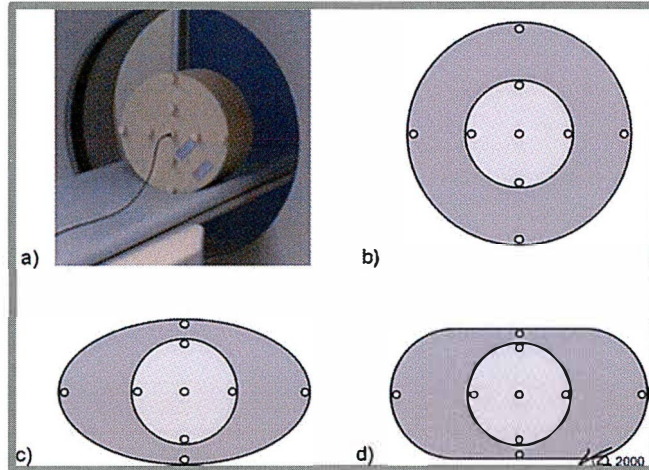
La distribución de la dosis en el corte adquirido se determina mediante el uso de los fantomas CTDI cilíndricos y no cilíndricos, o adaptaciones de los mismos a, b) fantomas CTDI con 16 y 32 cm de diámetro. c, d) fantomas hechos de un plástico agua equivalente con secciones transversales que se aproximan a condiciones antropomórficas, lo que permite una estimación más realista de la dosis y también la evaluación de las técnicas modernas de modulación de corriente. Imagen Extraída de Kalender W, A. *Computed Tomography Fundamentals, System Technology, Image Quality, Applications. 2 Ed.*[CD-ROM]. Erlangen, Germany: Publicis Corporate Publishin: 2005.
